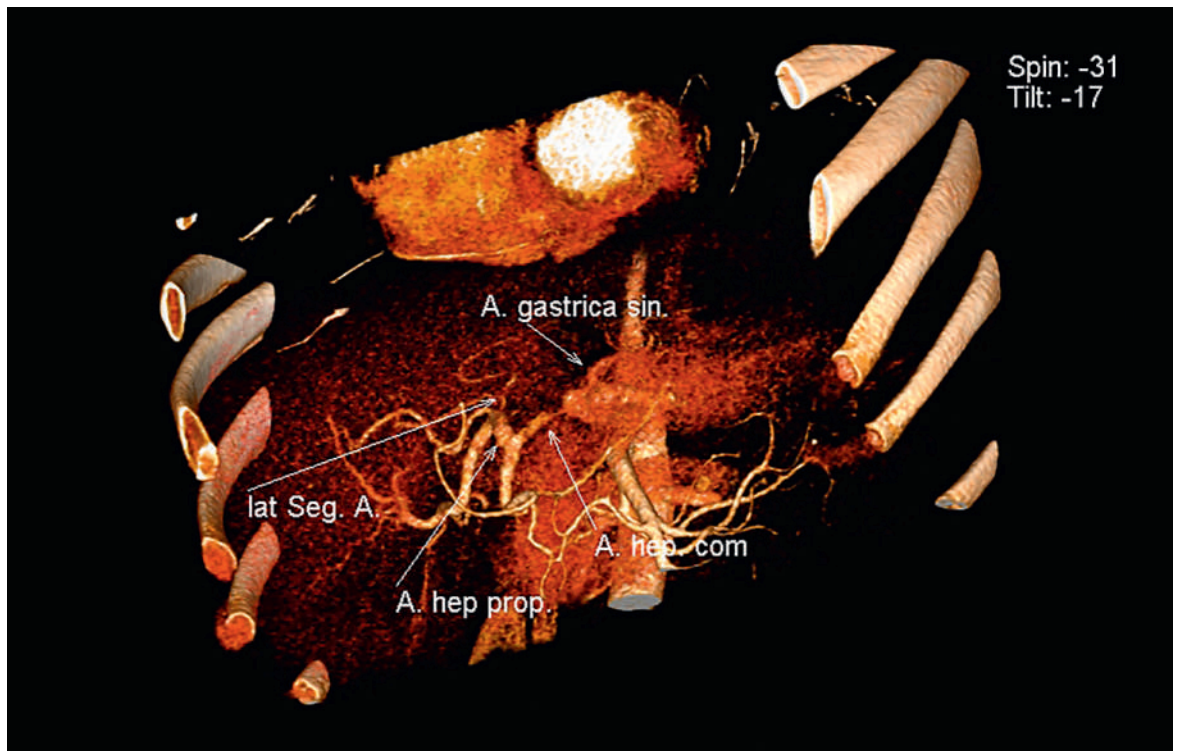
VRT, eine Art der 3-D-Rekonstruktion der CTA. Der Kontrastmittelfluss ist im Dissektionsgebiet z.T. deutlich erschwert, insbesondere in der A. hepatica communis und der lateralen Segmentarterie. CTA = computertomographische Angiographie; VRT = Volume Rendering Technique.
